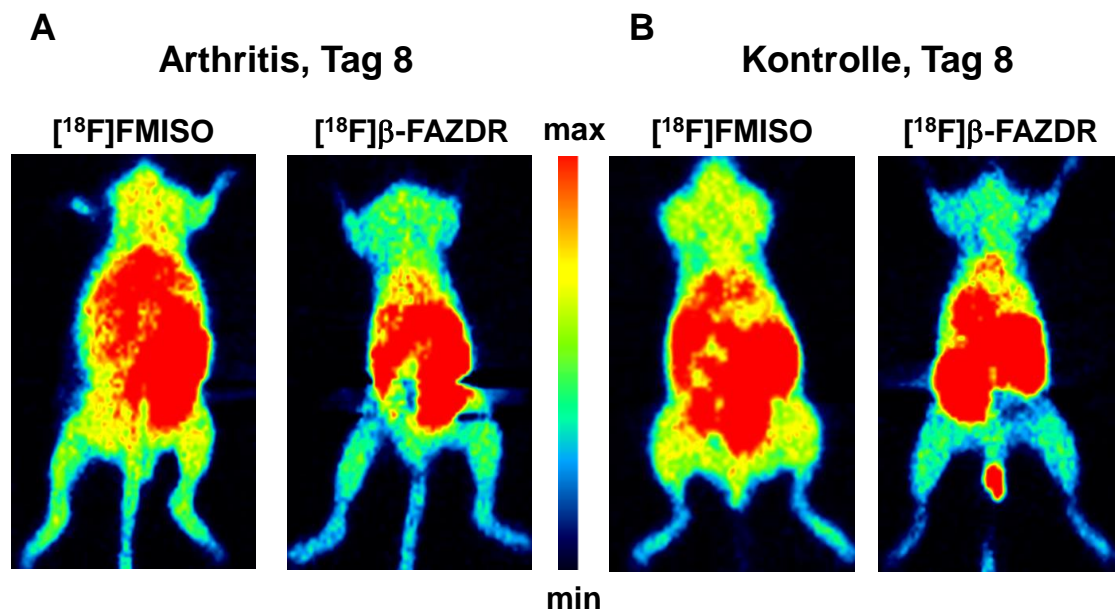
Ganzkörper-PET zum Zeitpunkt 65 Minuten *p.i.*, korrigiert für Isotopzerfall und injizierte Dosis, (A) Arthritis- und (B) Kontrolltiere, Tag 8 nach Arthritisinduktion.
